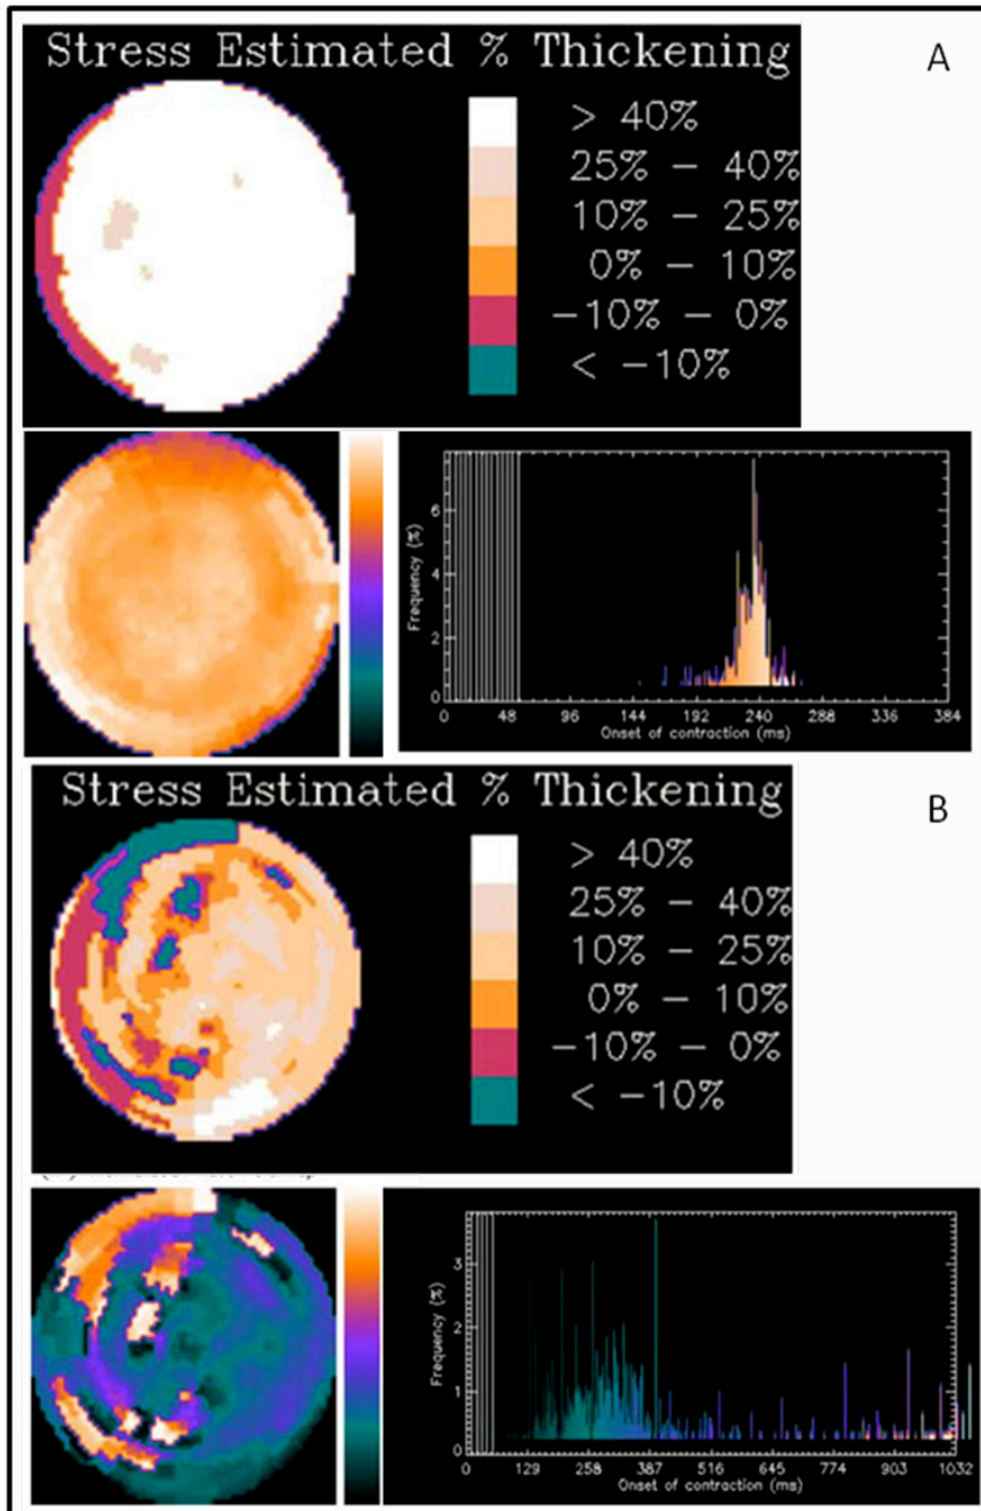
Estudio de perfusión miocárdica con SPECT sincronizado. A) mapa polar e histograma de fase normal. B) El mapa polar muestra un retraso significativo en la pared septal y región anteroseptal en comparación al resto de las paredes, que traduce disincronía del septum interventricular. El histograma muestra aumento en el ancho de banda.
